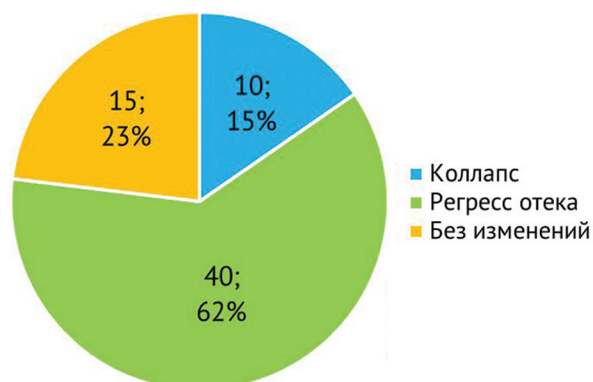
Оценка структурных изменений головки бедренной кости по данным МРТ
